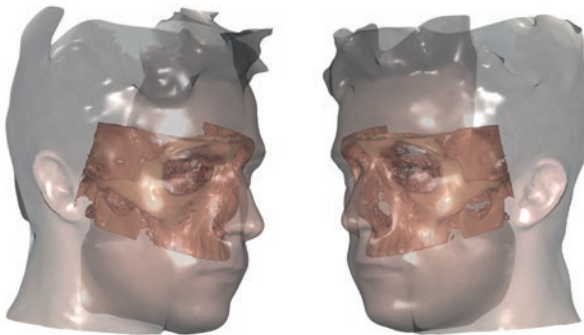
Alineación del escaneado facial con el CBCT, vistas laterales.
